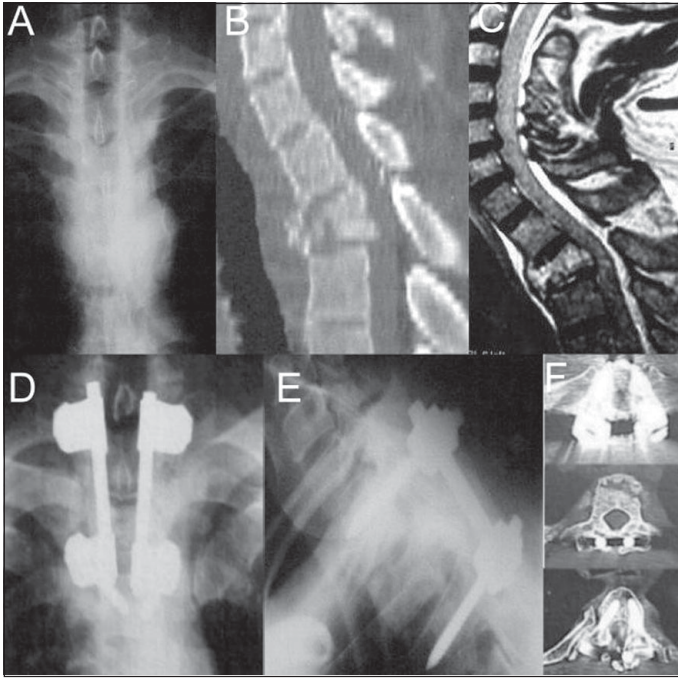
Caso 8: A. Radiografía AP ingreso B. Reconstrucción sagital TAC demuestra fractura cuerpo vertebral T2 y pérdida alineamiento. C. RMI T2 sagital confirma lesión vertebral y demuestra compromiso del pilar posterior. D y E. Radiografía AP y lateral postoperatoria. F. Cortes axiales TAC postoperatorio demuestran ubicación intrapedicular tornillos T1 y T3.
